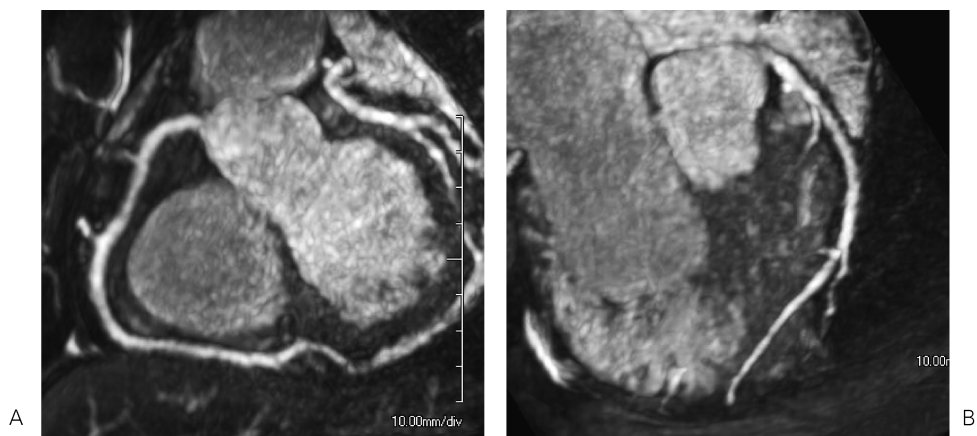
Whole heart coronary MRA acquired with 3T MR imager and 32 channel cardiac coils. Free breathing MRA images were obtained by using a navigator-echo gated 3D Turbo-field-echo sequence with T₂-preparation and fat suppression. Thin slab MIP images of right coronary artery (A) and left anterior descending artery (B) demonstrate no significant stenosis in this subject.
